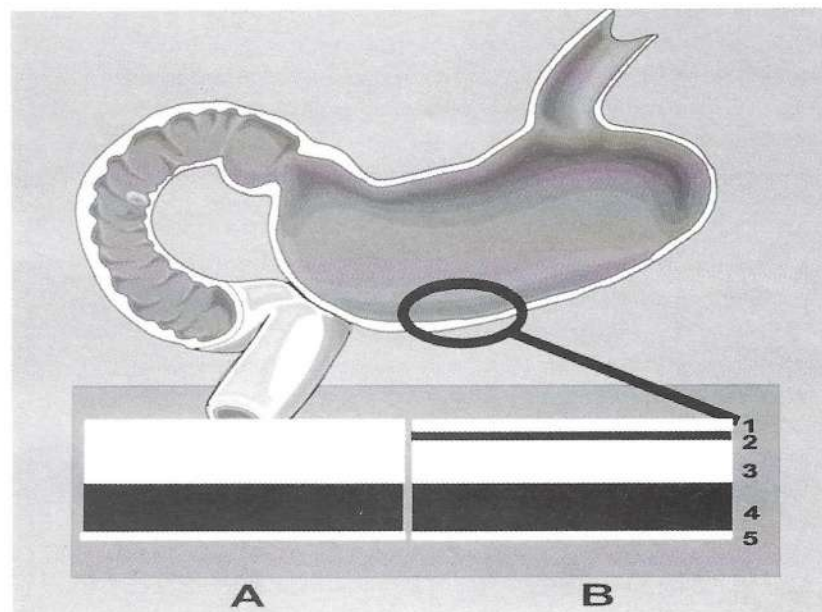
Normale Darmwandschichten. A: Bei Verwendung eines 3,5-MHz-Schallkopfes kann die Mukosa nicht eindeutig von der Submukosa getrennt werden. Sonographisch sind dann nur drei Wandschichten erkennbar. B: Bei Verwendung höherfrequenter Sonden (⇒ 5 MHz) sind innerhalb der Darmwand fünf Schichten wechselnder Echogenität nachweisbar, die den anatomischen Wandschichten zuzuordnen sind.
